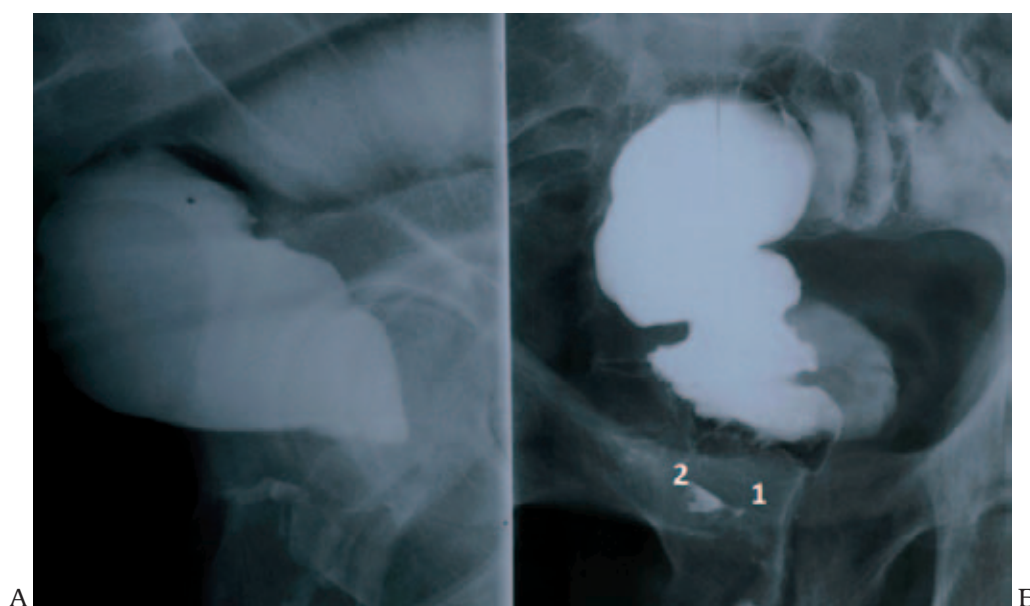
Рентгенограмма прямой кишки и анального канала у пациента с неполным внутренним свищом прямой кишки. А – боковая проекция, Б – прямая проекция. 1 – свищевой ход, 2 – полость в параректальной клетчатке
